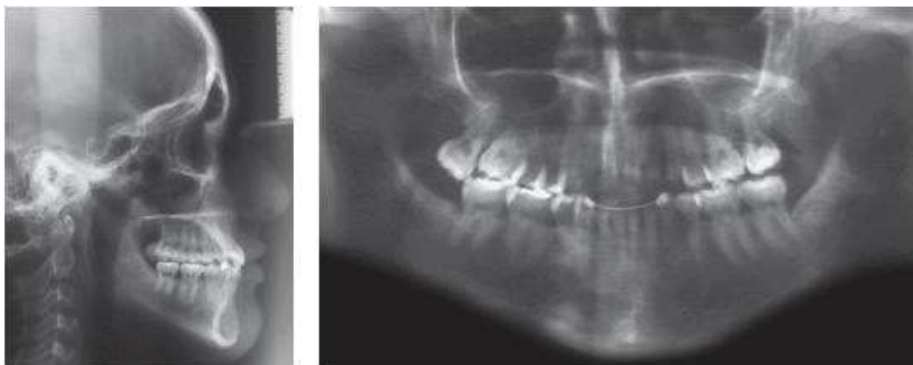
Radiografía finales
